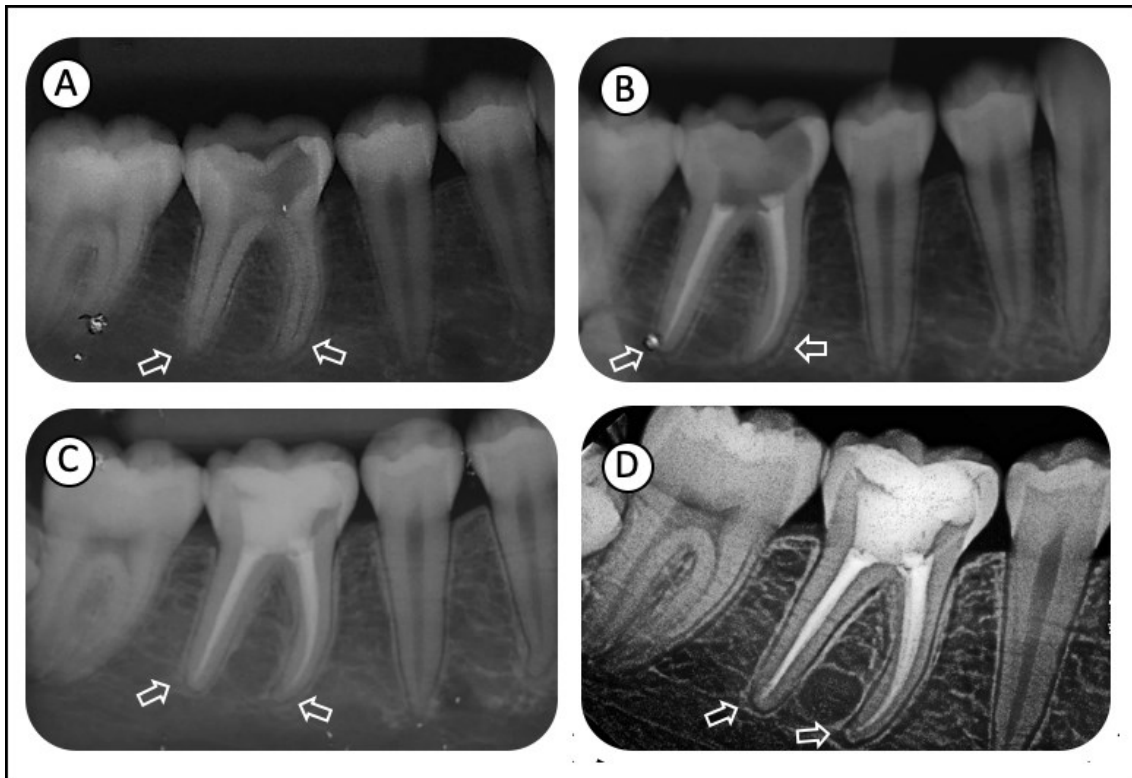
Caso clínico do tratamento endodôntico do dente 46 (paciente com 13 anos de idade). (A) Radiografia inicial. (B) Obturação. (C) Acompanhamento de 1 ano e (D) Acompanhamento de 2 anos. As setas indicam o local de avaliação e a evolução do reparo apical.
